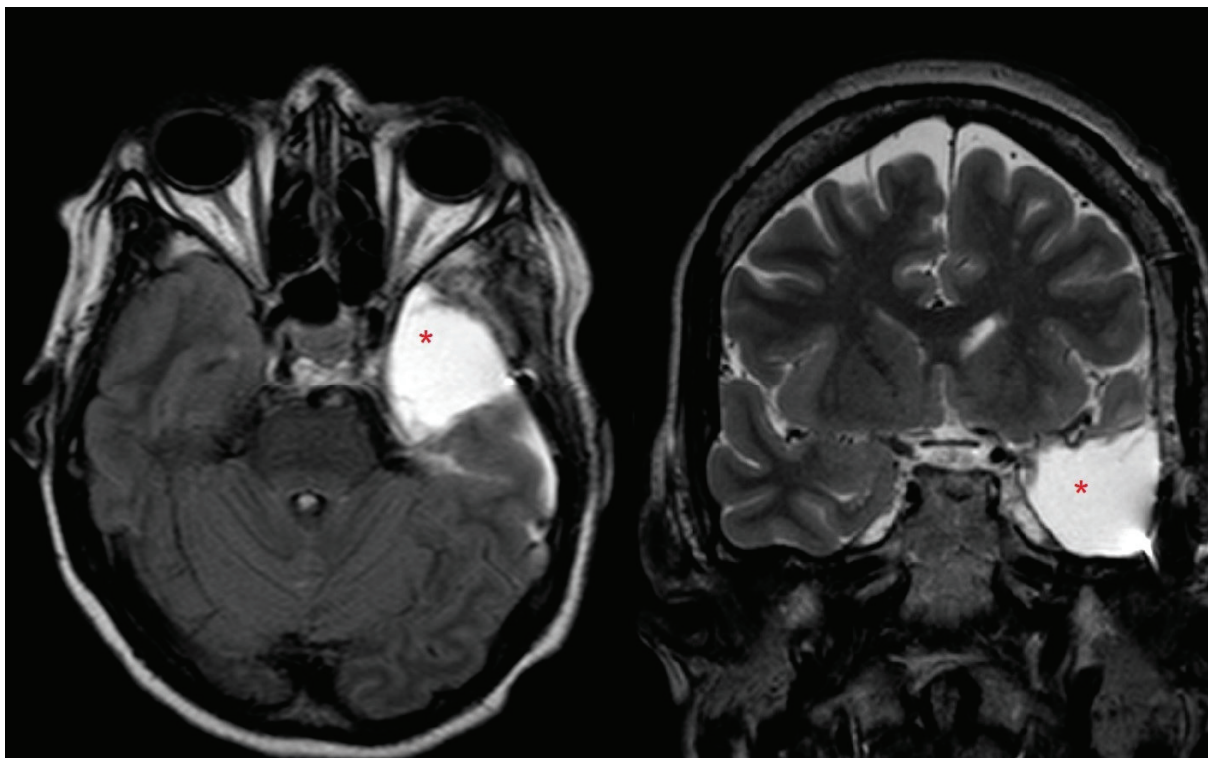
RM de crânio com sequência ponderada em T2/Flair (Fluid Attenuated Inversion Recovery) em corte axial (esquerda) e coronal (direita) demonstrando resultado cirúrgico após lobectomia temporal anterior standard esquerda (*). Imagem pertence ao acervo de exames do CETER.
